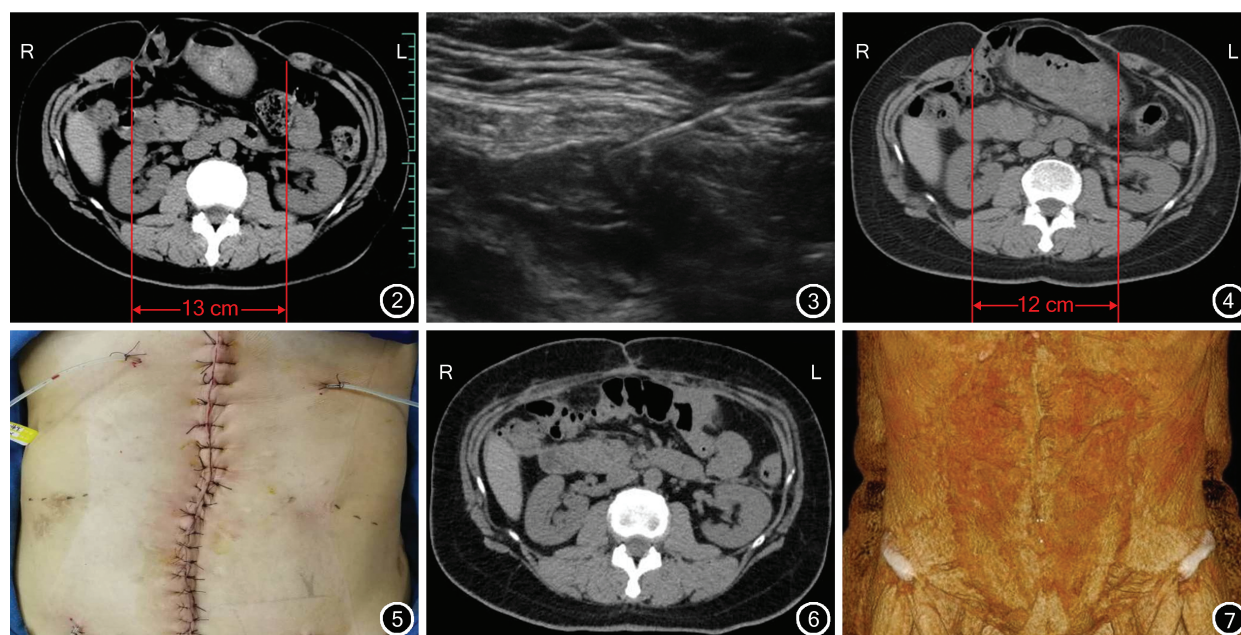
注射 A 型肉毒素前 CT 检查示腹壁缺损直径为 13 cm 图 3 超声引导下 A 型肉毒素侧腹壁肌肉内浸润注射 图 4 注射 A 型肉毒素 2 周后 CT 检查示腹壁缺损直径为 12 cm 图 5 腹壁巨大计划性切口疝患者关闭缺损, 缝合皮肤, 关闭切口 图 6 肉毒素 A 介导的化学性组织结构分离在腹壁巨大计划性切口疝修补术后随访 7 个月患者腹部 CT 检查示无疝复发 图 7 肉毒素 A 介导的化学性组织结构分离在腹壁巨大计划性切口疝修补术后随访 7 个月患者腹部 CT 三维重建示腹直肌未分离
